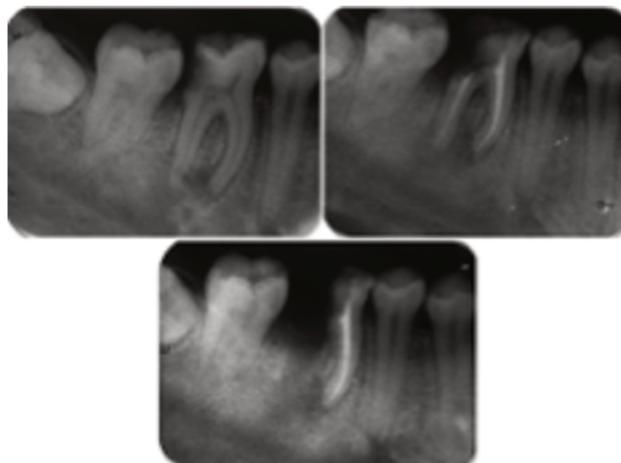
radiographie d'une amputation radiculaire sur une 46 [30].
